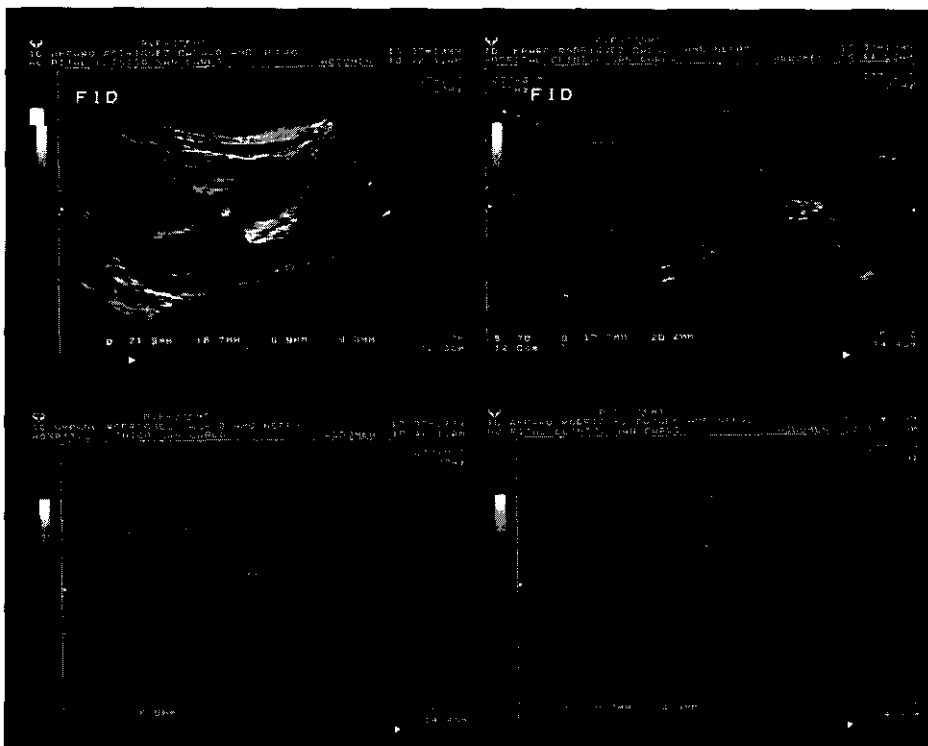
Ecografía renal en FID que pone de manifiesto la presencia de uropatía obstructiva del riñón trasplantado con dilatación de los sistemas pielocaliciales.
